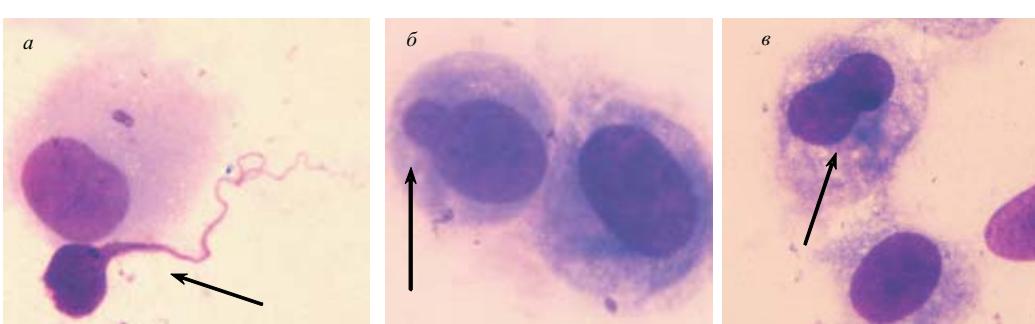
Различные ядерные протрузии (указаны стрелками): *a* – ядро с «хвостом»; *b* – ядерная почка; *c* – сдвоенное ядро; *c* – множественные протрузии; *d* – ядро с двумя «хвостами»; *e* – ядро с несколькими почками. Клеточная линия A-549. $\times 1000$
